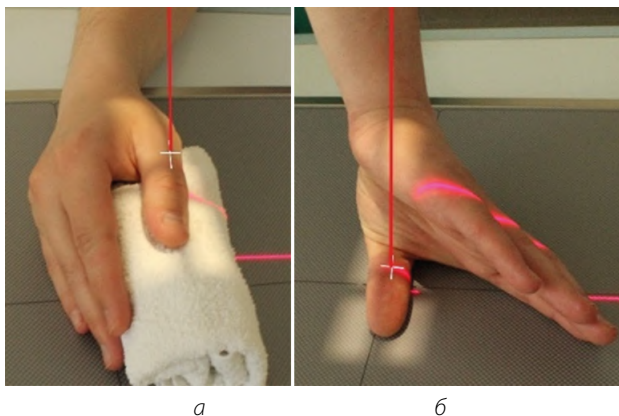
Рентгенография большого пальца. Задняя/передняя прямая проекция:
